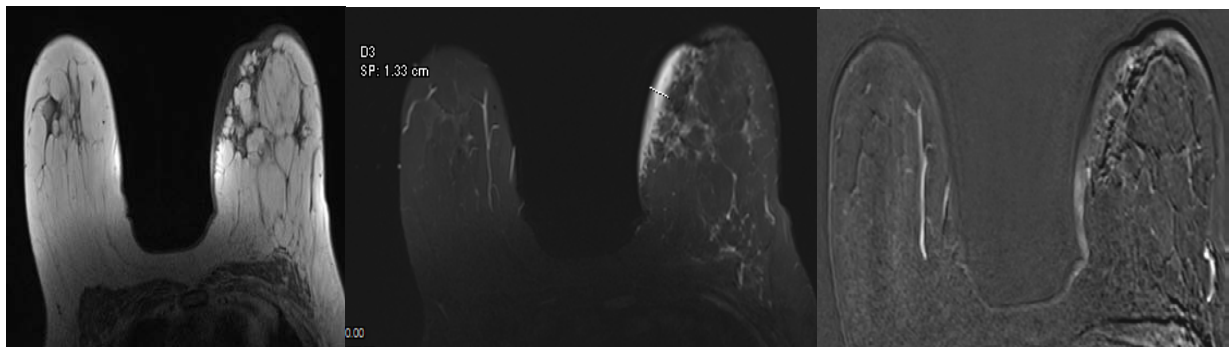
52 ans, cci OSI gauche, conservateur RCT, mastite gauche sans lésion nodulaire décelable. Echo-mammographie non concluante. IRM : Epaissement cutané diffus avec désorganisation architecturale en regard sans rehaussement suspect, d'allure post-radique Birads 3.
